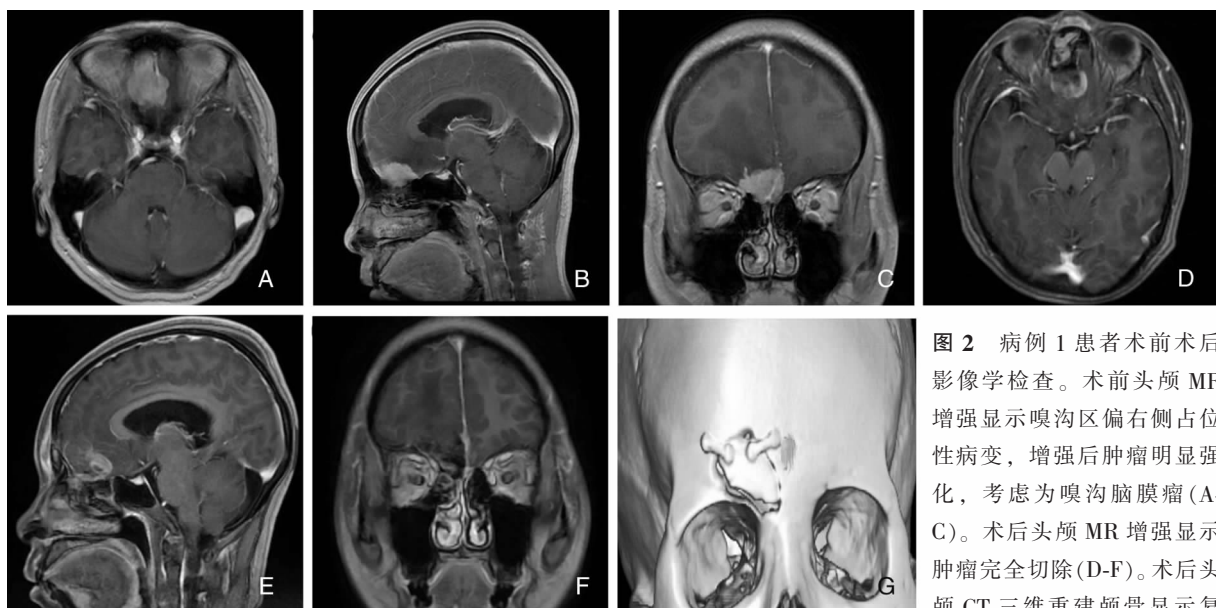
病例 1 患者术前术后影像学检查。术前头颅 MR 增强显示嗅沟区偏右侧占位性病变, 增强后肿瘤明显强化, 考虑为嗅沟脑膜瘤(A-C)。术后头颅 MR 增强显示肿瘤完全切除(D-F)。术后头颅 CT 三维重建颅骨显示复位良好, 无骨质缺损(G)
